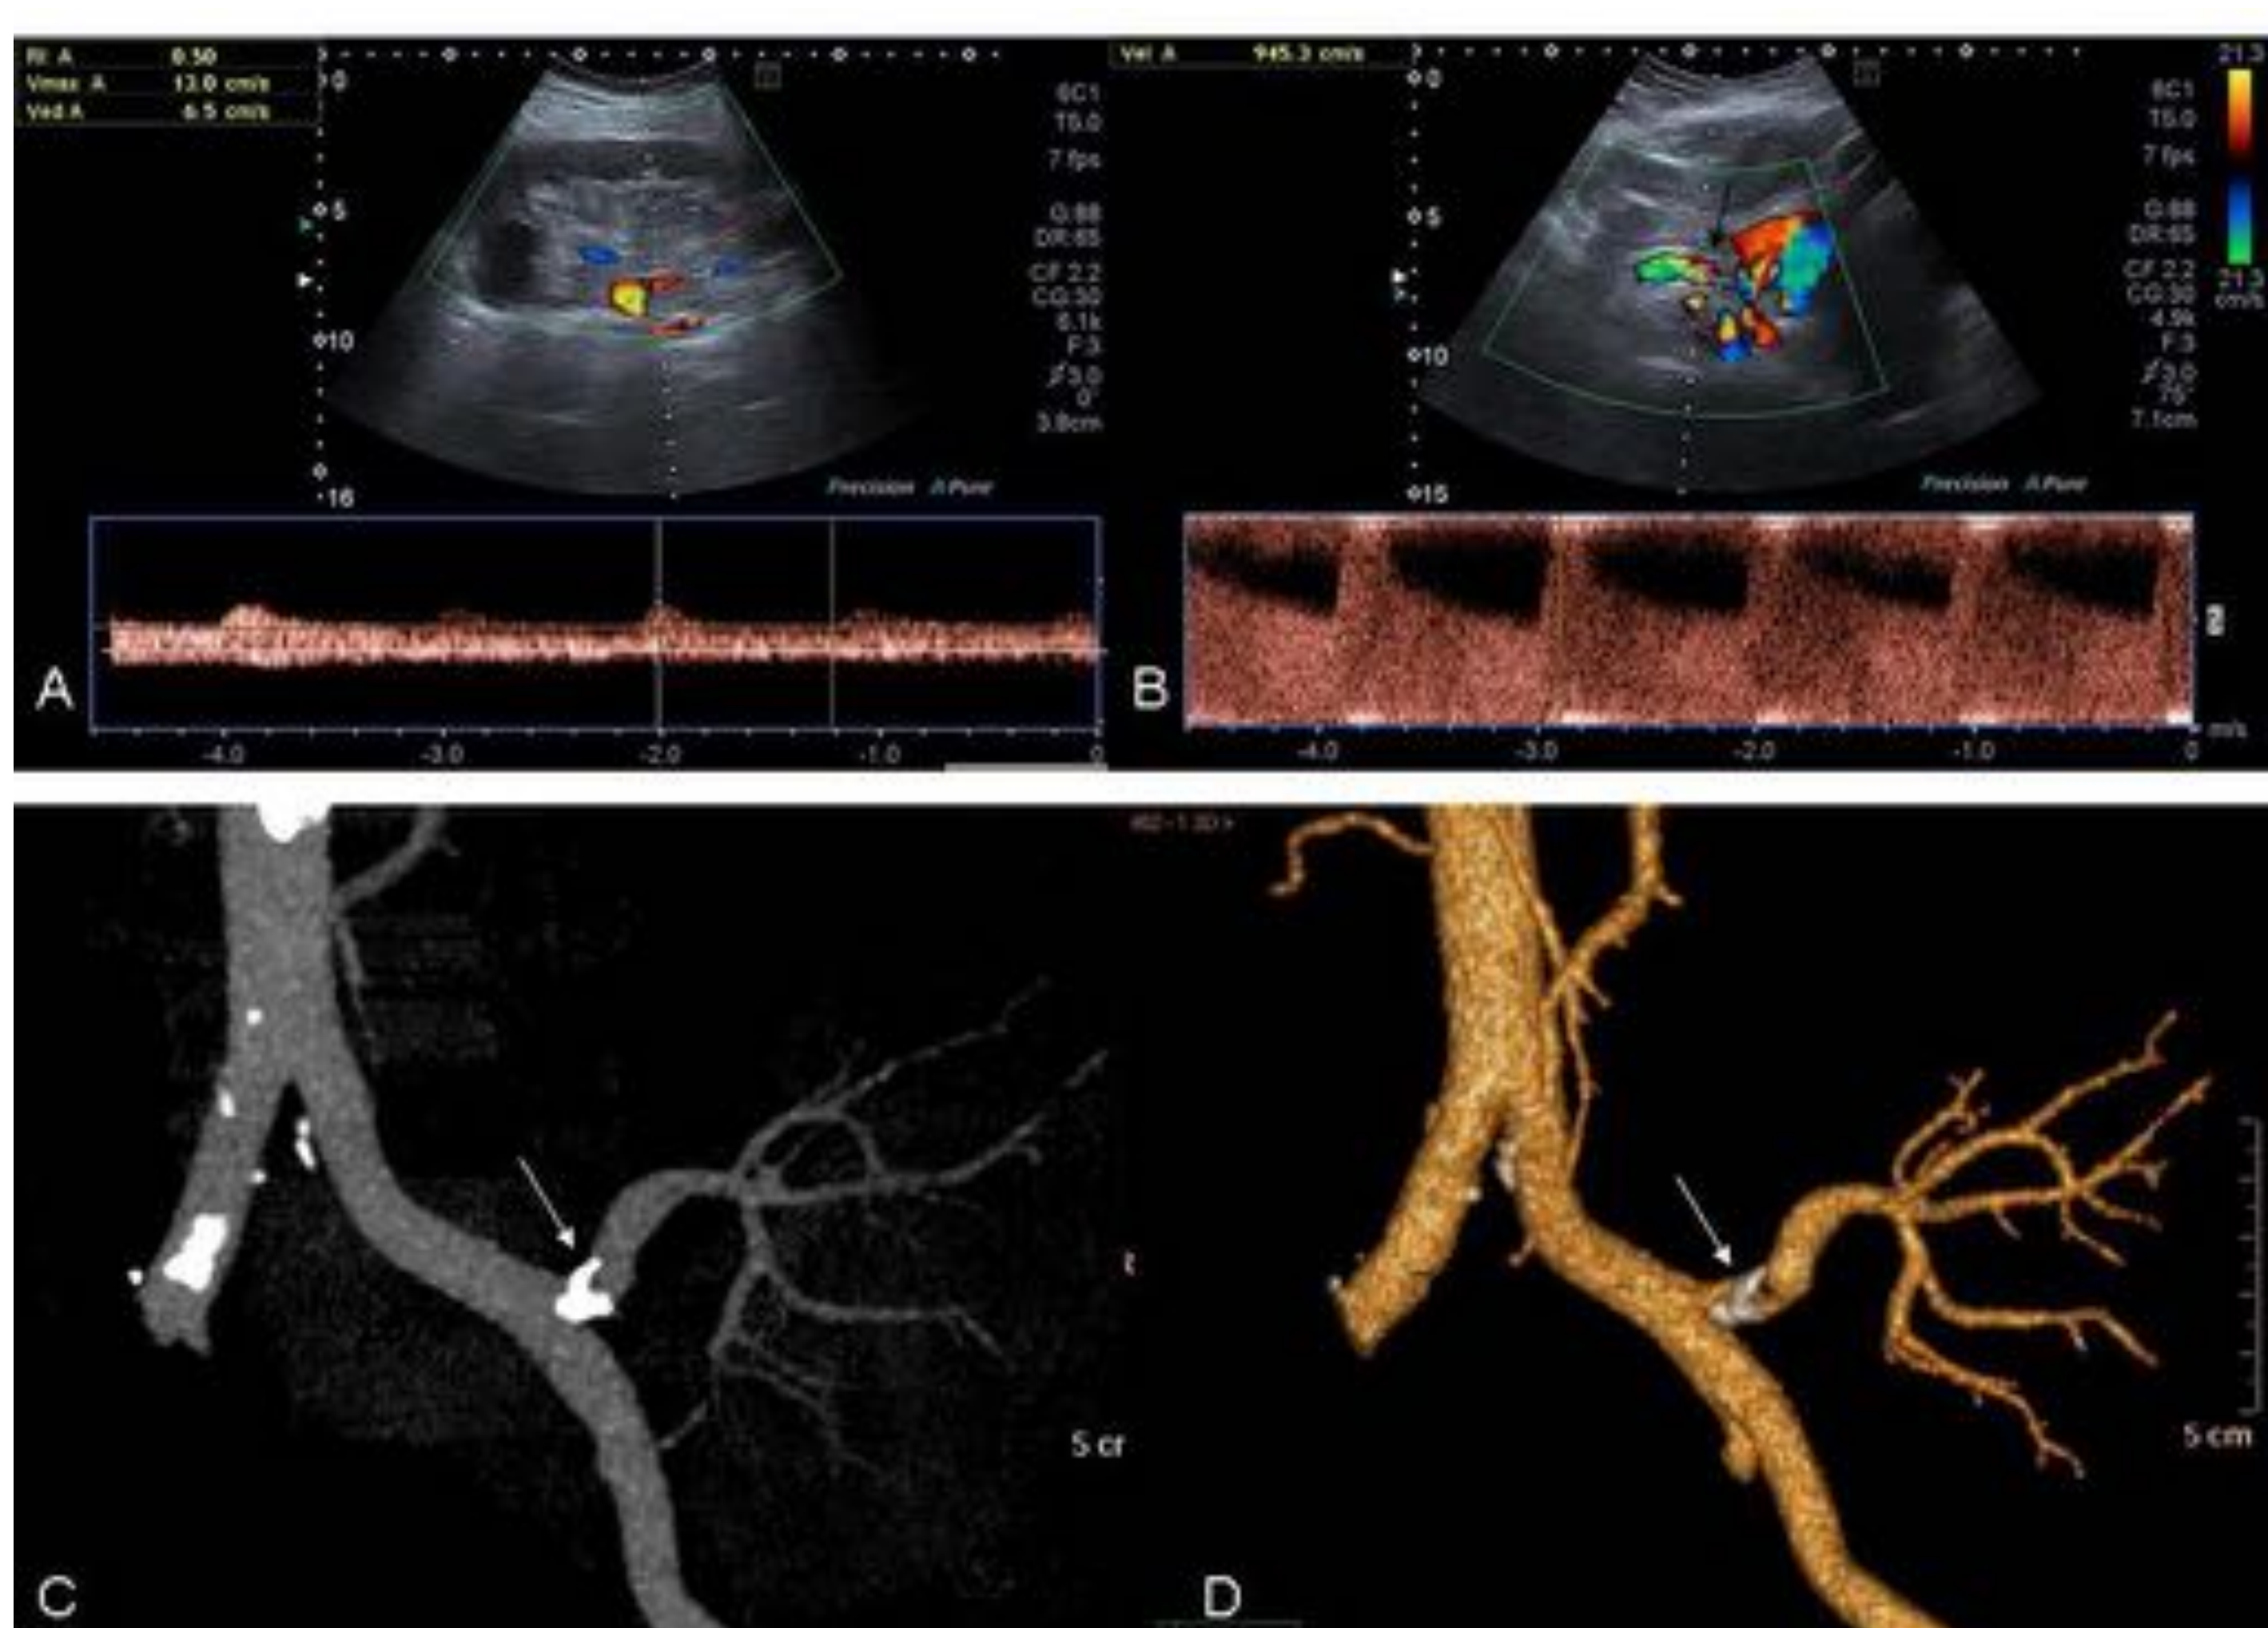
Ecografía Doppler que muestra una disminución de los índices de resistencia intraparenquimatosos (imagen A), con marcado “aliasing” (imagen B, flecha negra) e incremento de la velocidad picosistólica en la zona de anastomosis, compatible con estenosis de arteria renal. Dicha estenosis era secundaria a una placa ateromatosa calcificada en la zona de anastomosis (imágenes C y D, flechas blancas).
